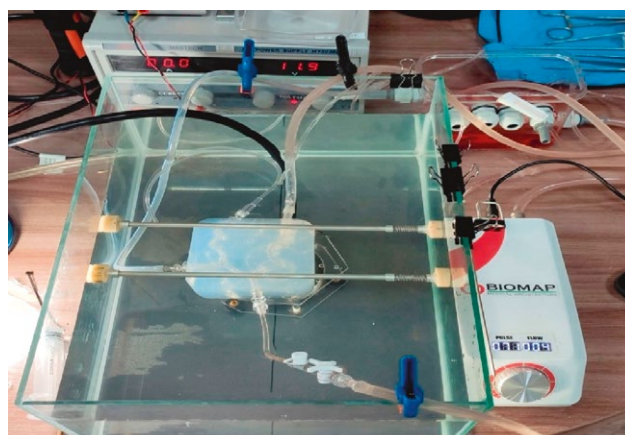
Собранный для исследований стенд, включающий фантом, симулятор русла оттока и перфузионный насос
